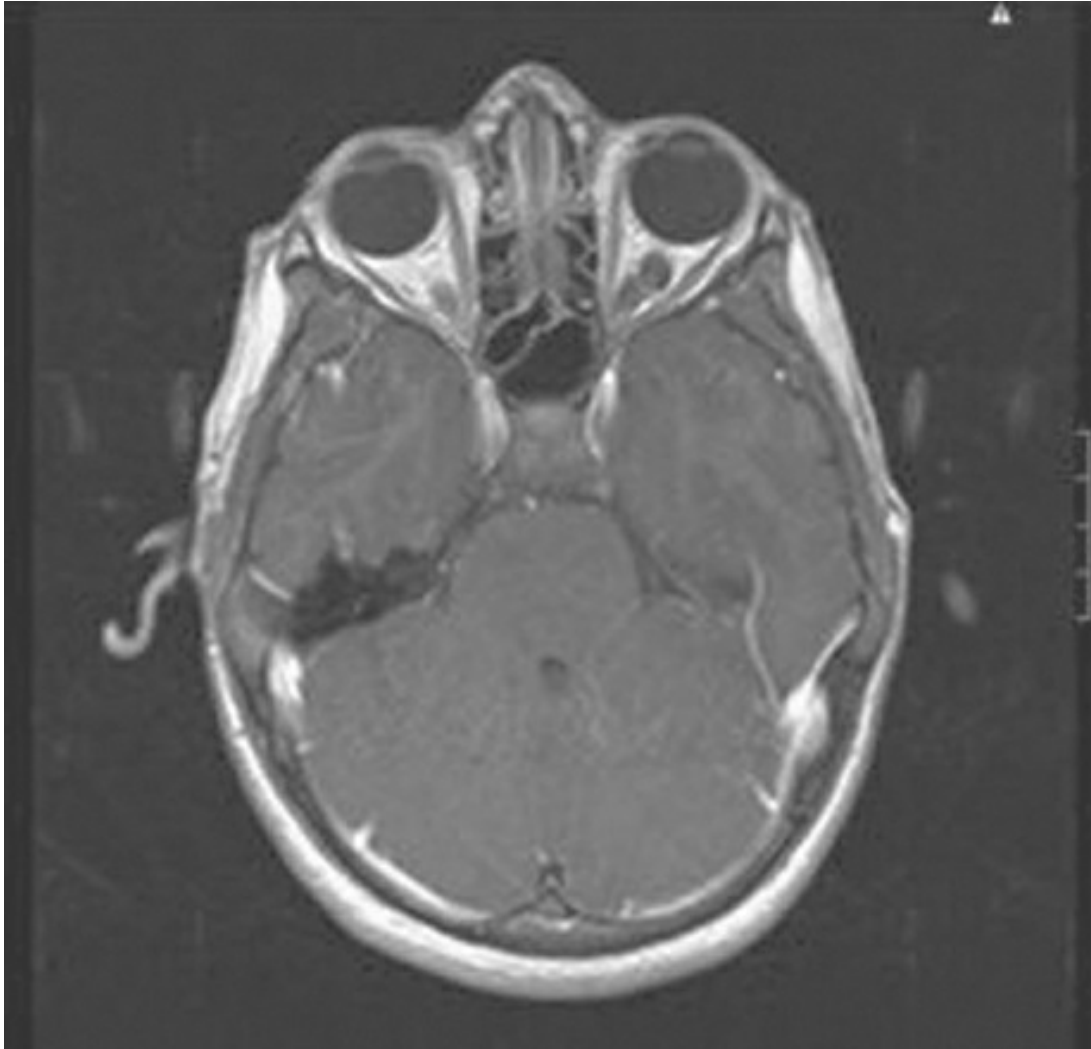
Corte axial de resonancia magnética nuclear ponderada en T1, con contraste (cortesía del Dr. Manikum Moodley).
